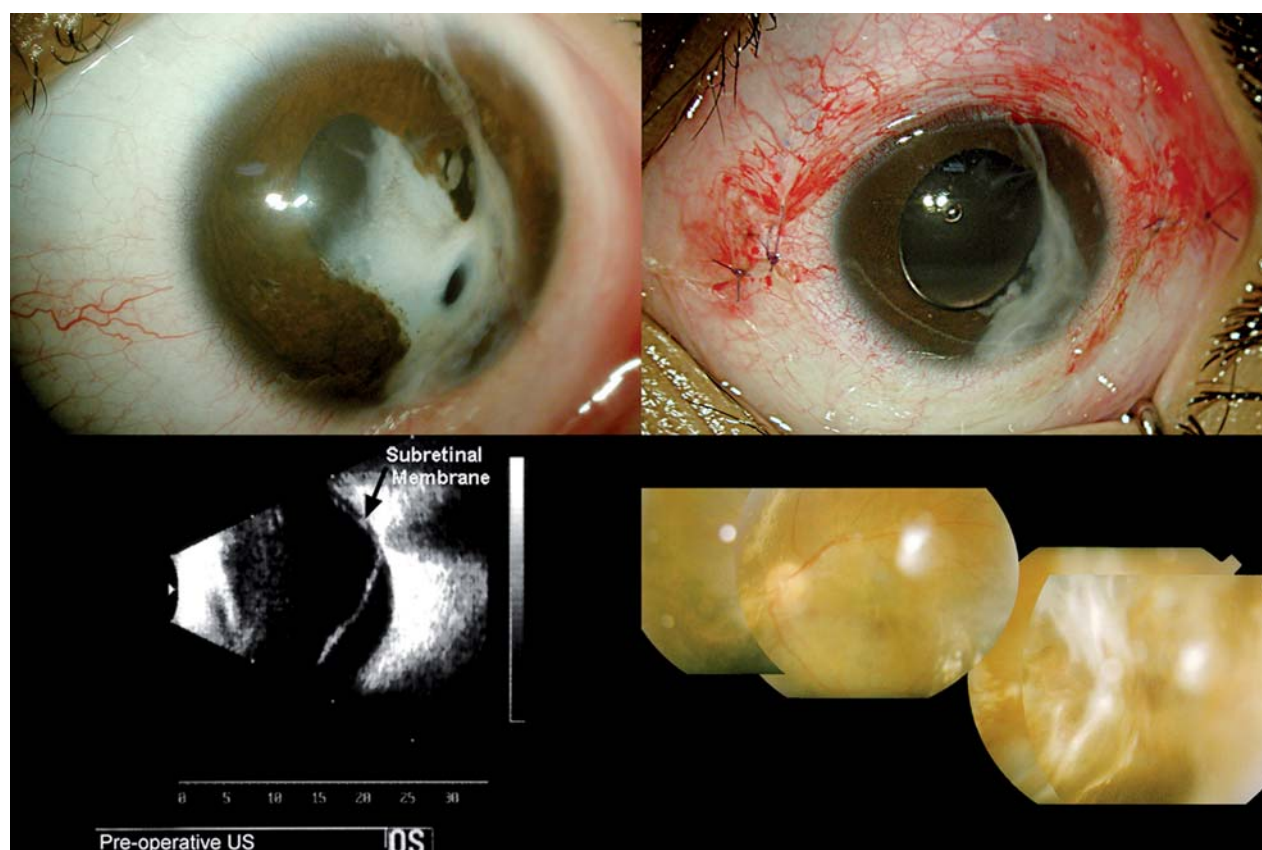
Evaluación pre- y postoperatoria y hallazgos postoperatorios en el ojo izquierdo: Fotografía del segmento anterior mostrando una cicatriz blanca con adherencias que se extienden entre las 6-12 horas temporalmente (arriba izquierda). Ecografía modo B mostrando desprendimiento de retina con membrana subretiniana y ausencia de masa tumoral (abajo izquierda). Foto del segmento anterior una semana después de la segunda vitrectomía mostrando eje visual libre y afasia (arriba derecha). Foto de fondo de ojo revelando retina aplicada sin señales de tumor periférico (abajo derecha).
